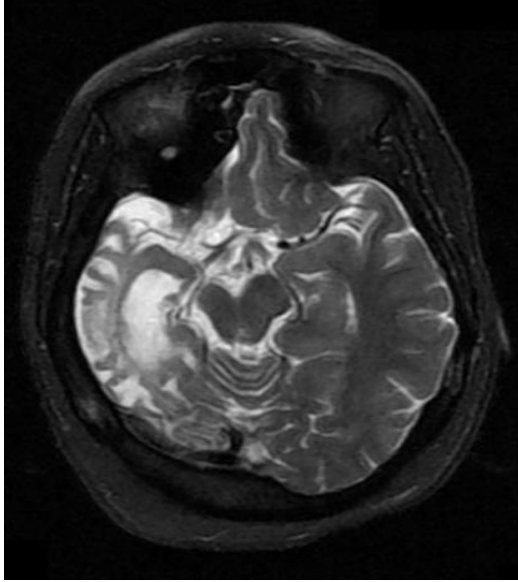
T2A aksiyel (A), FLAIR aksiyel (B): Sağ serebral hemiatrofi, gliozis, bazal ganglia ve talamusta atrofi, lateral ventrikülde genişleme, kalvariumda kalınlaşma ve sağ frontal sinüste havalanma artışı
